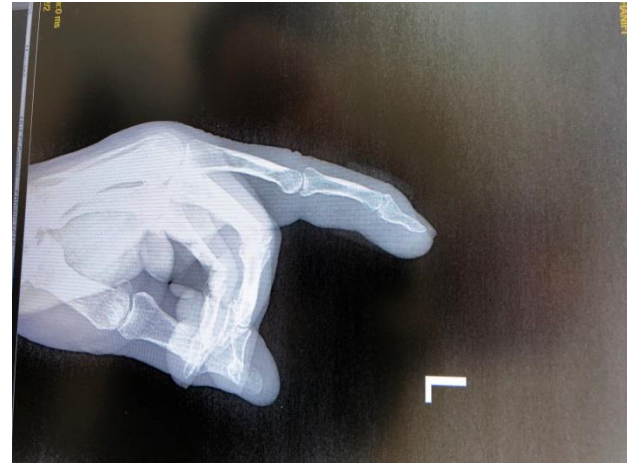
c) İmplant çıkarım sonrası lateral x-ray görüntü
